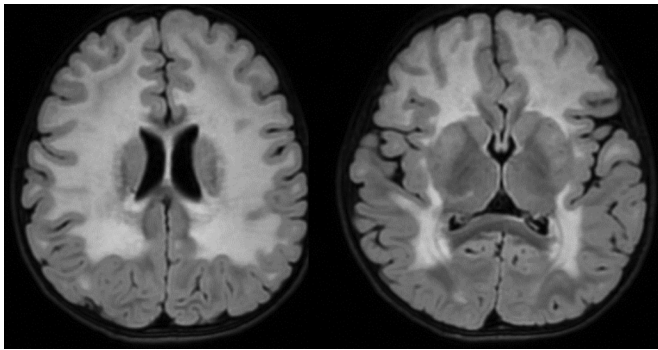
МРТ головного мозга, T2-FLAIR взвешенные изображения.
